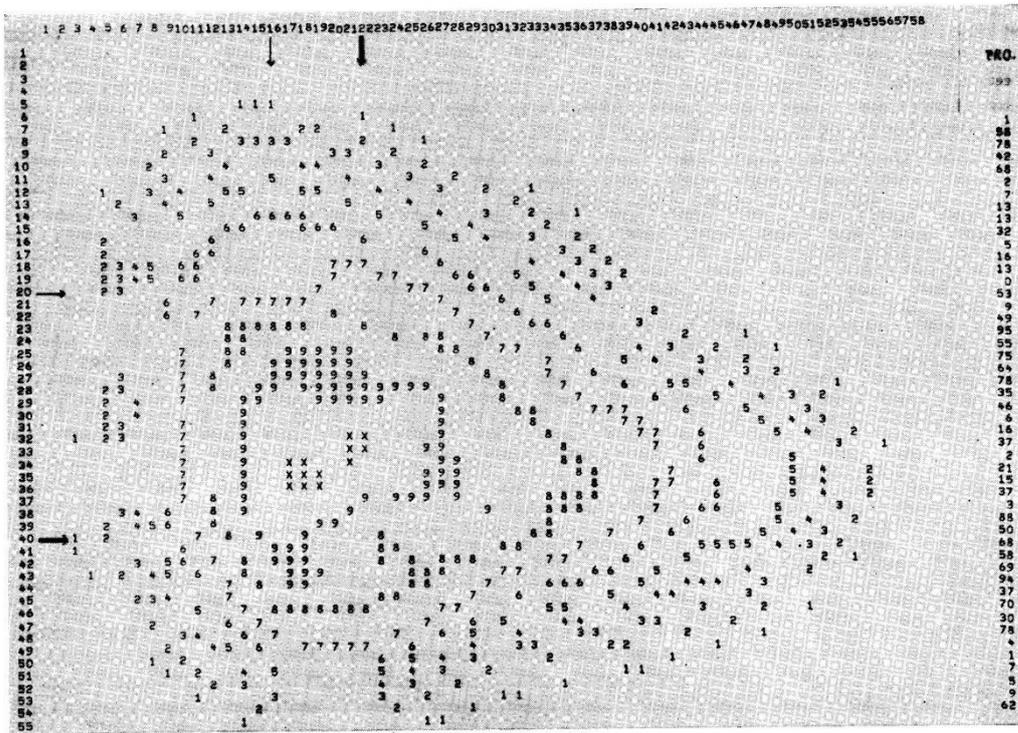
Lignes d'isolissage après moyennage des valeurs mesurées de la scintigraphie du fantôme de foie (2e moyennage avec 8 points voisins). Les flèches indiquent la position des rondelles de plomb. Les numéros des lignes et des colonnes sont indiqués sur le côté gauche et au dessus. La probabilité du test statistique (exprimée en pourcentage) effectué ligne à ligne apparait sur le côté droit. X correspond à la valeur lissée maximale; les chiffres 9, 8, 7, ... correspondent respectivement à 90, 80, 70% ... ( $\pm 2\%$ ) de la valeur lissée maximale.
